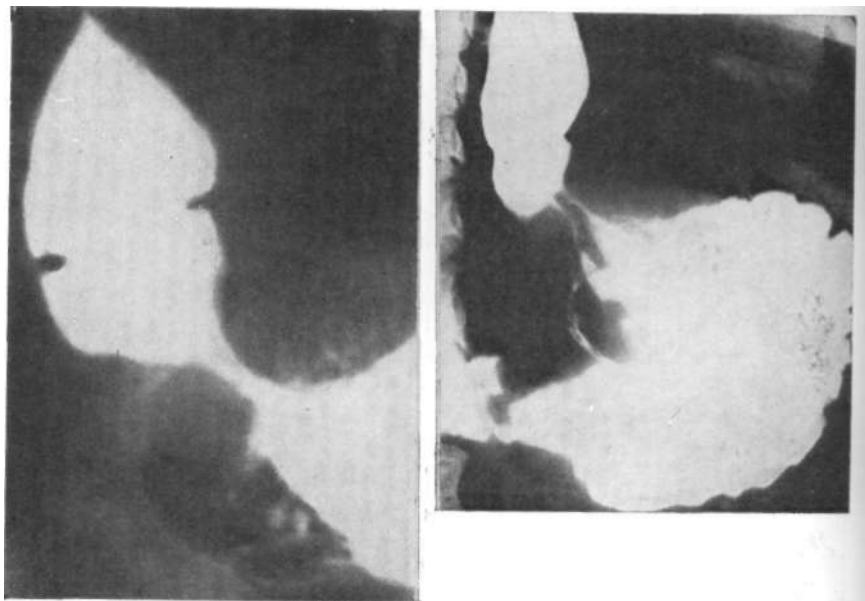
Хиатальная грыжа I степени у больной хроническим холециститом-рентгенологический симптом кардиальных зарубок.
